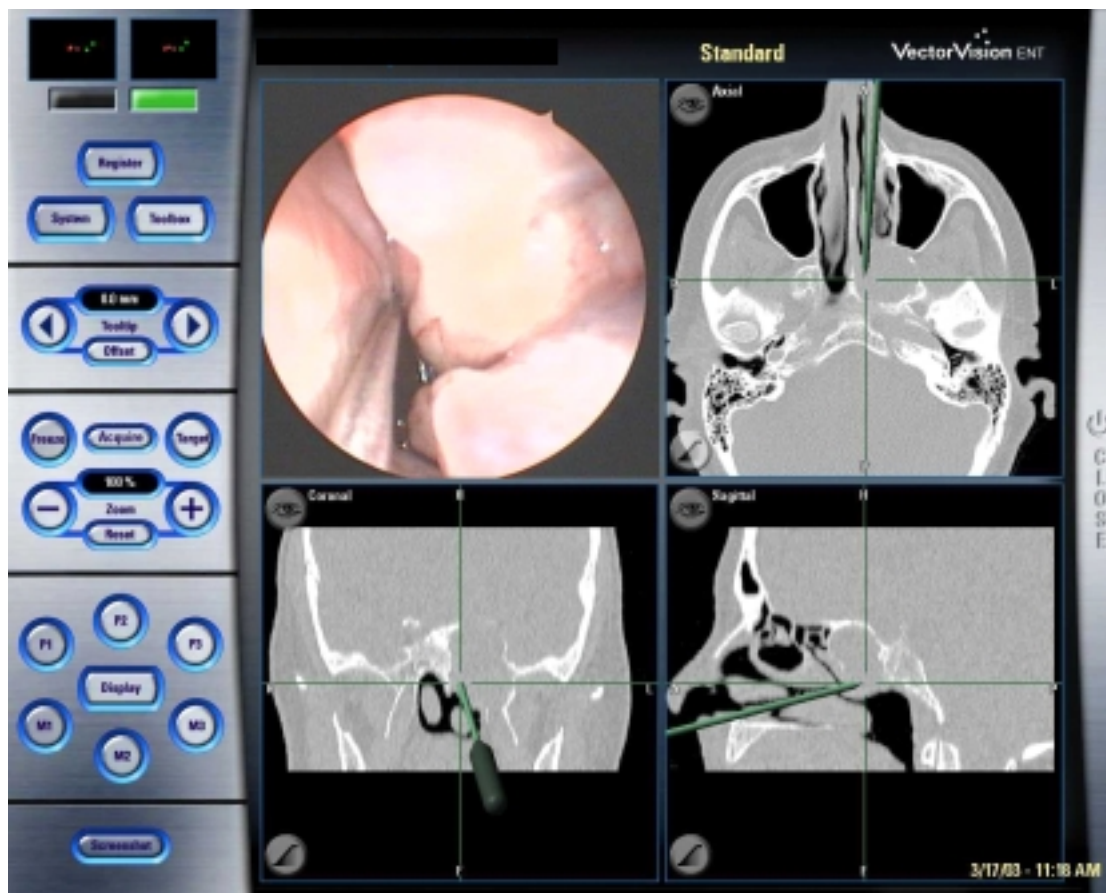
Navigations-CT, chronisch nicht invasive Mykose der Keilbeinhöhle links.
